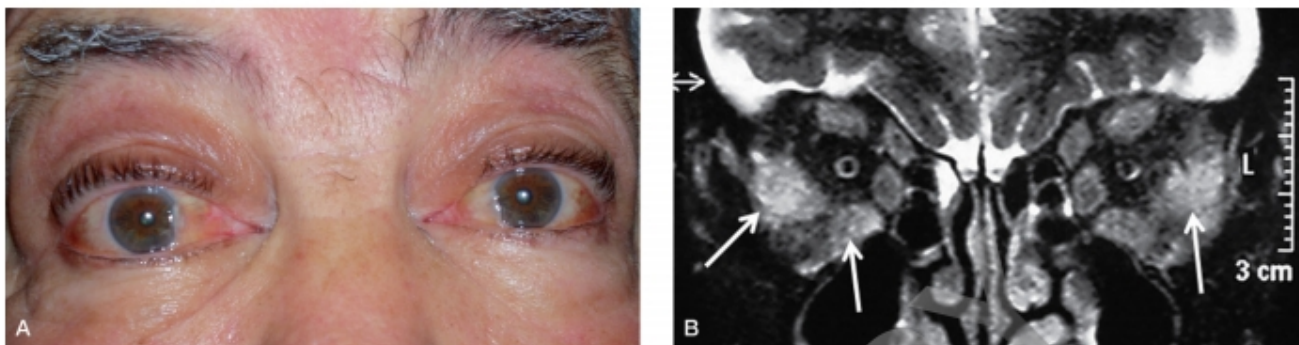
Miositis orbitaria. A. Exoftalmos e inyección conjuntival. B. RM en la que se aprecia que los músculos extraoculares, principalmente los rectos externos y el recto inferior derecho (flechas), están engrosados y con hipers señal.
